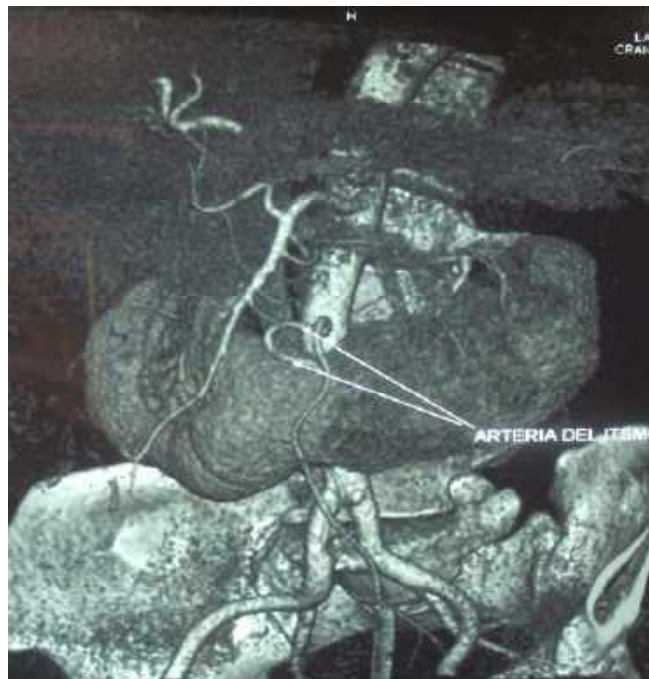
Reconstrucción por tomografía computarizada de los vasos que irrigan el riñón en herradura.
